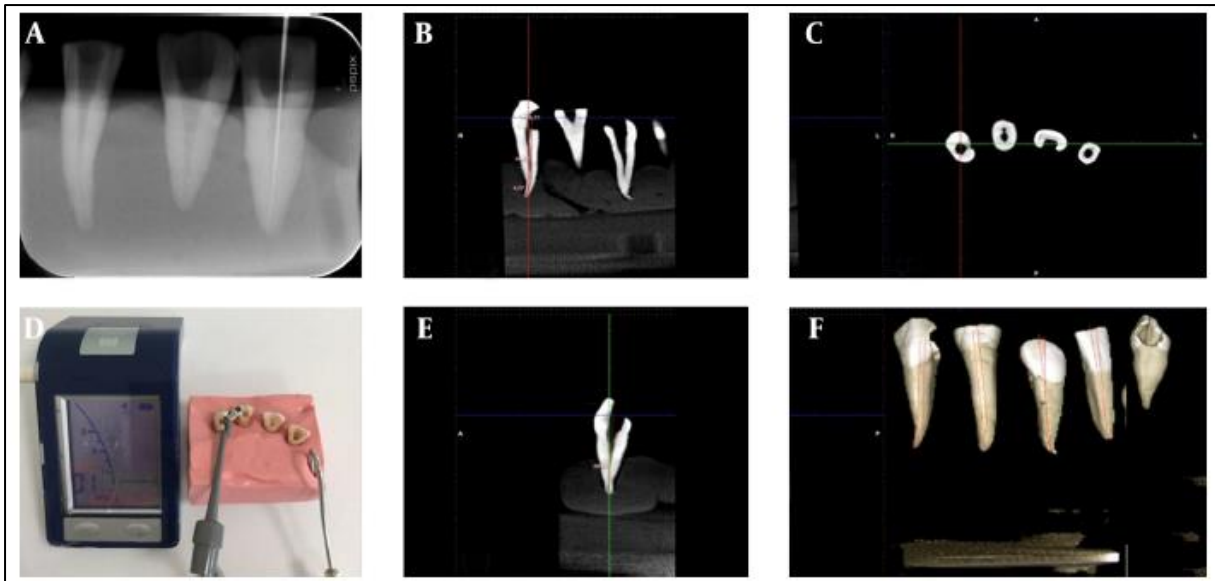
Mesures de la LT ; A, radiographie numérique ; B, images de tomographie calculée à faisceau conique compris ; une section coronale ; C, coupe axiale ; D, localisateurs d'apex électronique ; E, section sagittale ; F, image 3D des dents. (65)
